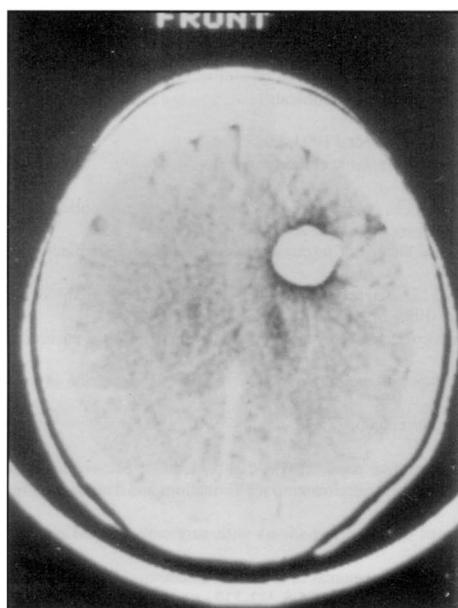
Caso 2. TC pré-operatória. Lesão hiperdensa, com anel hipodeno, localizada na região frontal esquerda, que não foi realçada após a administração de contraste. Cavernoma.
